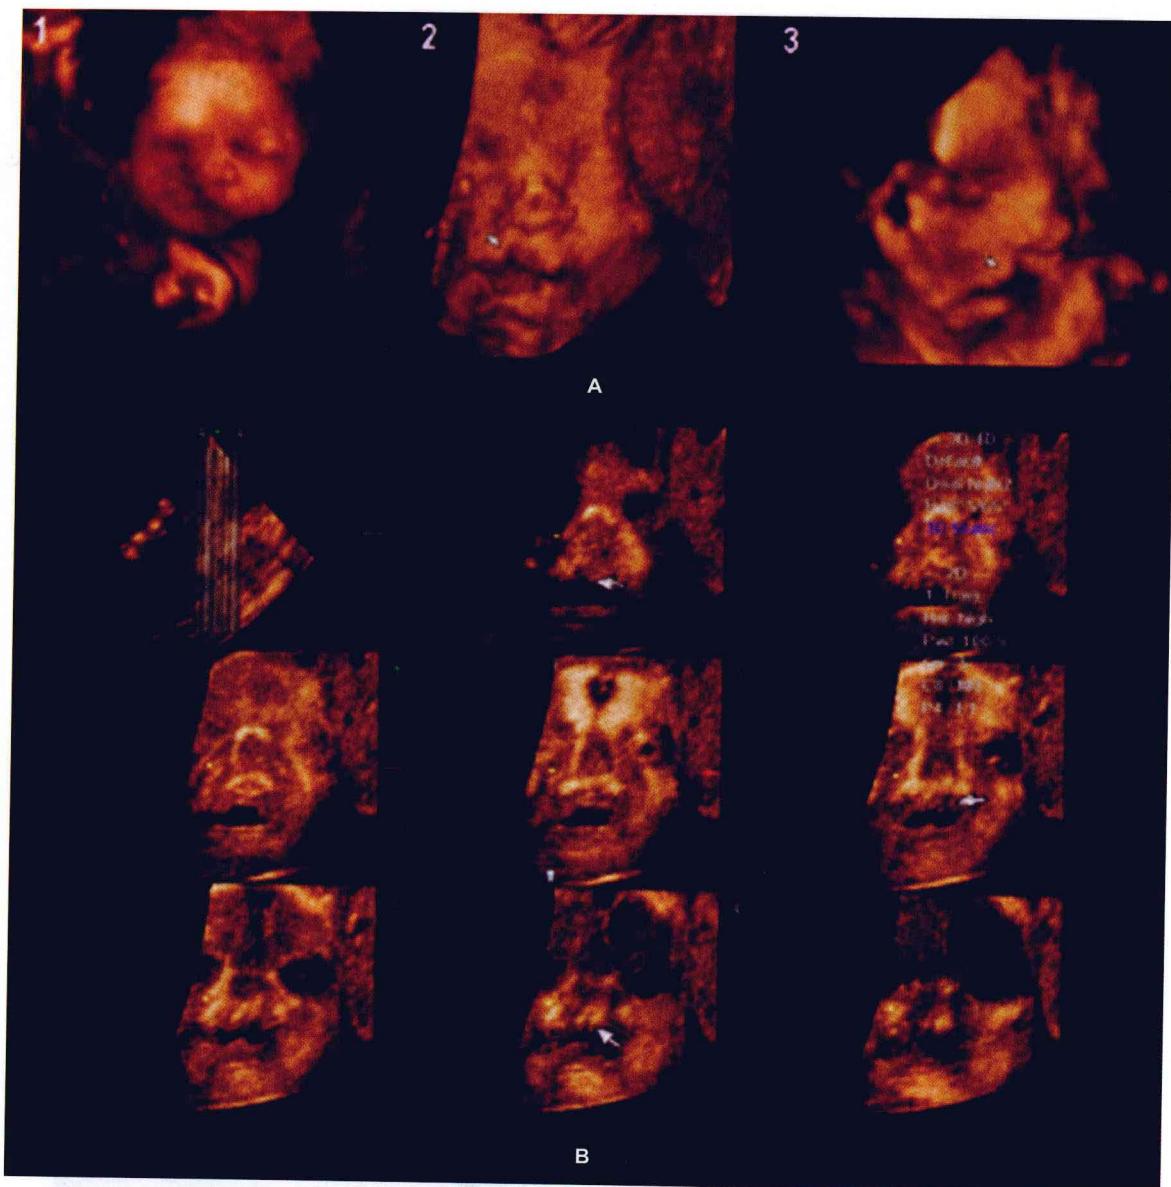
(A)3D 表面成像显示唇裂合并腭裂。(B)断层超声扫描一层层地显示颜面部的解剖结构。
